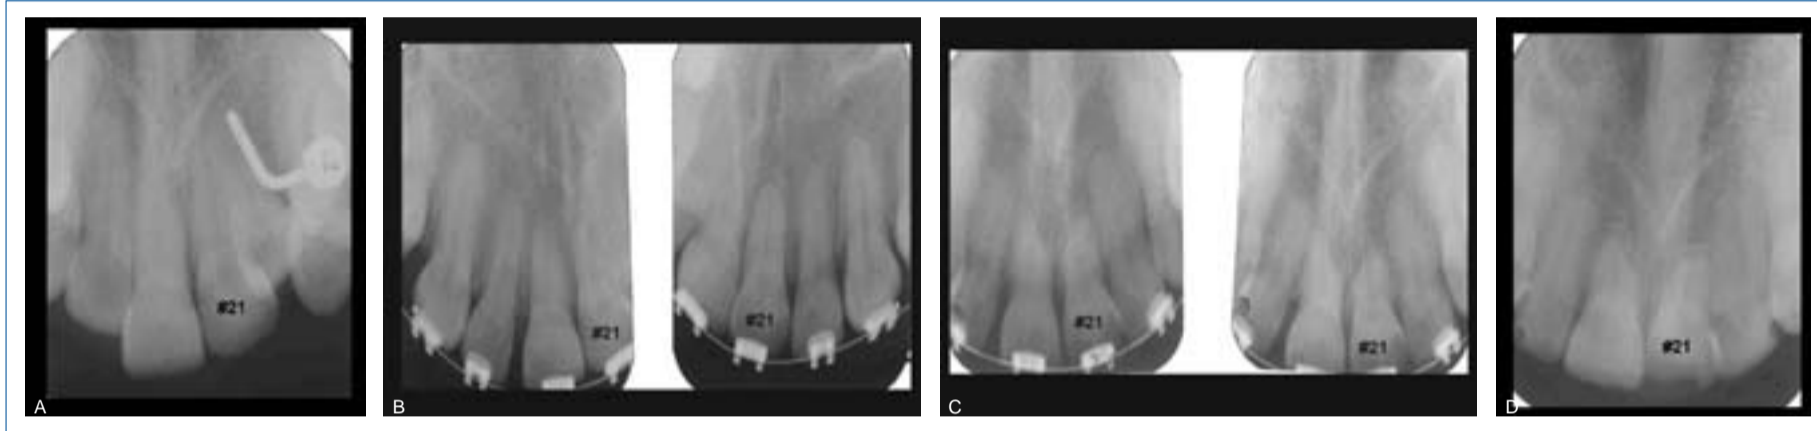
a–d: Periapikale Röntgenaufnahmen, die die Wurzellänge der oberen Frontzähne während des Behandlungsablaufes dokumentieren (a) 13.4.2000; (b) 14.6.2001; (c) 12.8.2002; (d) 19.4.04.
